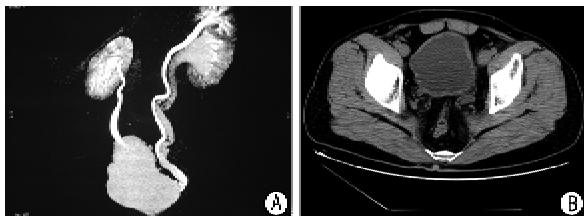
A:CT泌尿系三维重建;B:CT盆腔横断面示膀胱壁明显增厚
